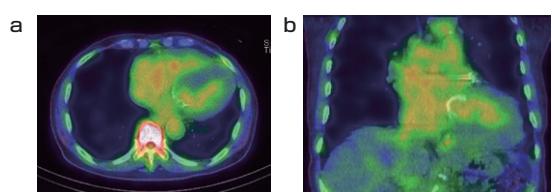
SPECT/CT融合画像 (a) 横断像 (b) 冠状断像
